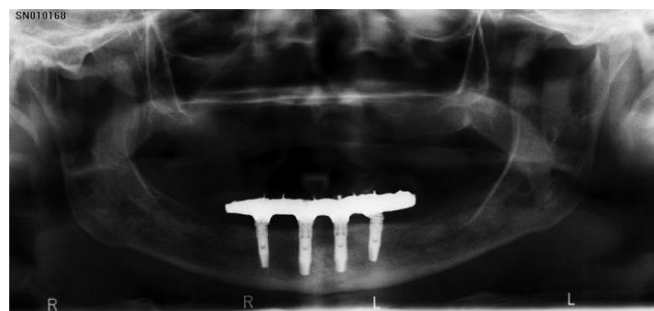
Рентгенологический контроль через 2 года.
